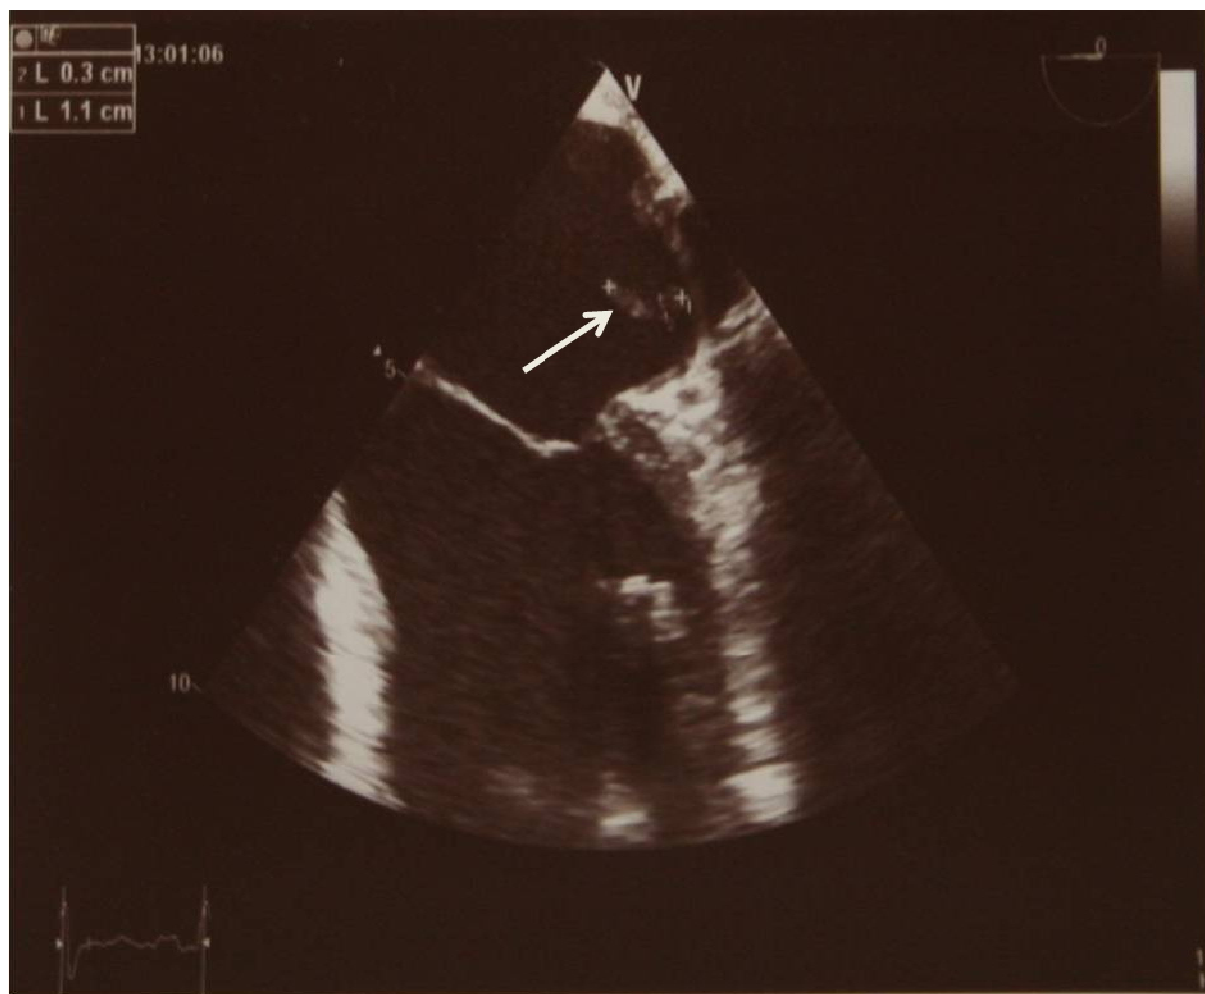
Echocardiographie-Doppler œsophagienne montrant la présence au niveau de l'oreillette gauche de 2 thrombus serpentin mobile.
